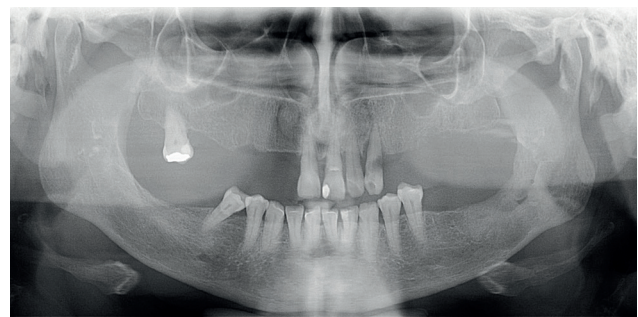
Radiografia panorâmica de controle pós-operatório de 14 meses, evidenciando aumento da radiopacidade óssea local.
